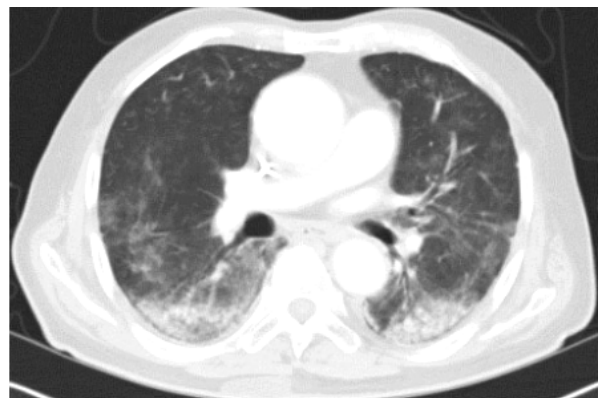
HRCT scan taken before transbronchial lung biopsy, showed diffuse and patchy interstitial pneumonia in both lungs with some fibrotic processes.
